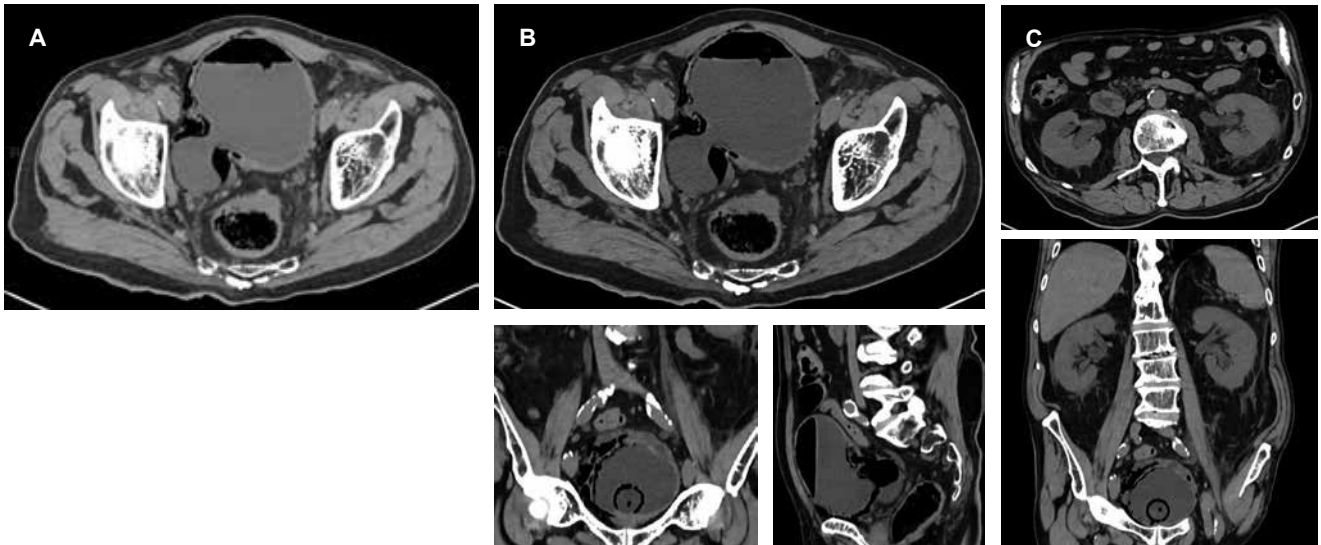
A-C) Tomografía computarizada de abdomen en fase simple con reconstrucciones multiplanares. Vejiga con sonda de Foley intravesical rodeada de burbujas aéreas y distensión vesical con líquido y aire en su interior, formando un nivel hidroaéreo; con engrosamiento circunferencial de la pared vesical de hasta 2.0 cm y aire intramural, así como formaciones pseudodiverticulares y un divertículo posterolateral derecho de 5.4 por 4.1 cm interior, formando un nivel hidroaéreo. Los riñones y los uréteres sin anomalías que consignar.
